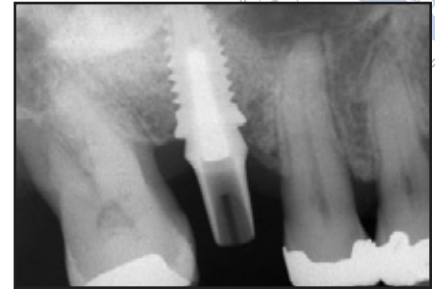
bis 1c Patient 1. Röntgenbilder, die (oben links) zum Zeitpunkt der Implantatinserion, (oben rechts) nach 2 Monaten Einheilung, (unten links) 12 Monate nach der Belastung und (unten rechts) 18 Monate nach der Belastung gemacht wurden.
